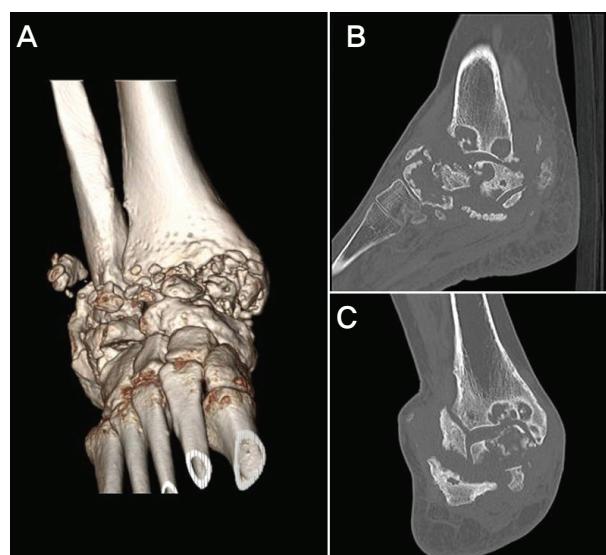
Preoperative CT findings. (A) 3D reconstruction image and with (B) sagittal and (C) coronal images show multiple bony fragments and destruction and subluxation of tibio-talar, talo-fibular, talo-calcaneal, inter-tarsal joints.
